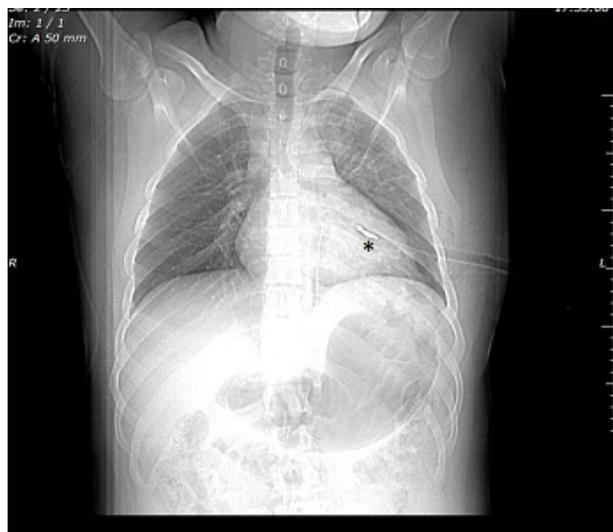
Radiografia do tórax – paciente vítima de trauma penetrante acidental por artefato metálico (asterisco), que transfixou estômago, diafragma, coração e se alojou no pulmão esquerdo.
